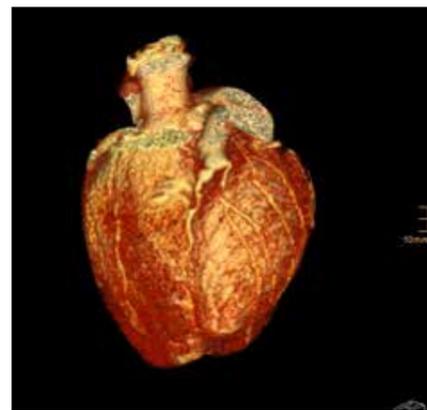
Computertomografische 3D-Rekonstruktion. Darstellung eines extrem erweiterten Ramus interventrikularis anterior (RIVA) bis > 10 mm.
